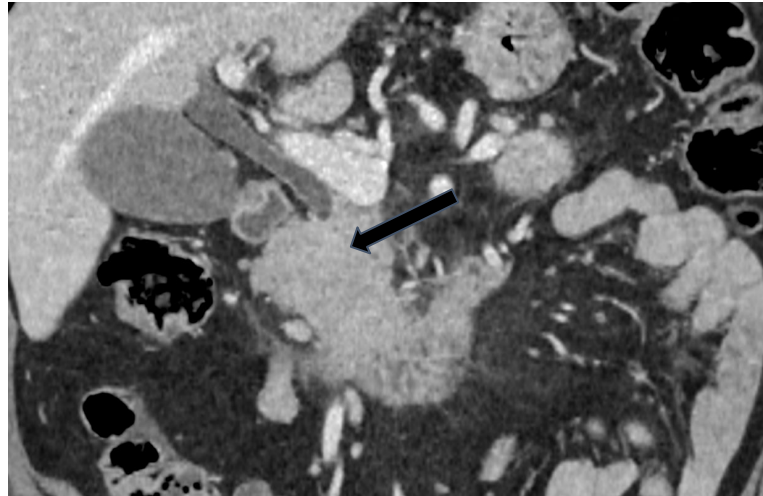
TC de abdomen y pelvis con contraste iv en fase portal, en cortes axiales (izq) y reconstrucción coronal (der):
